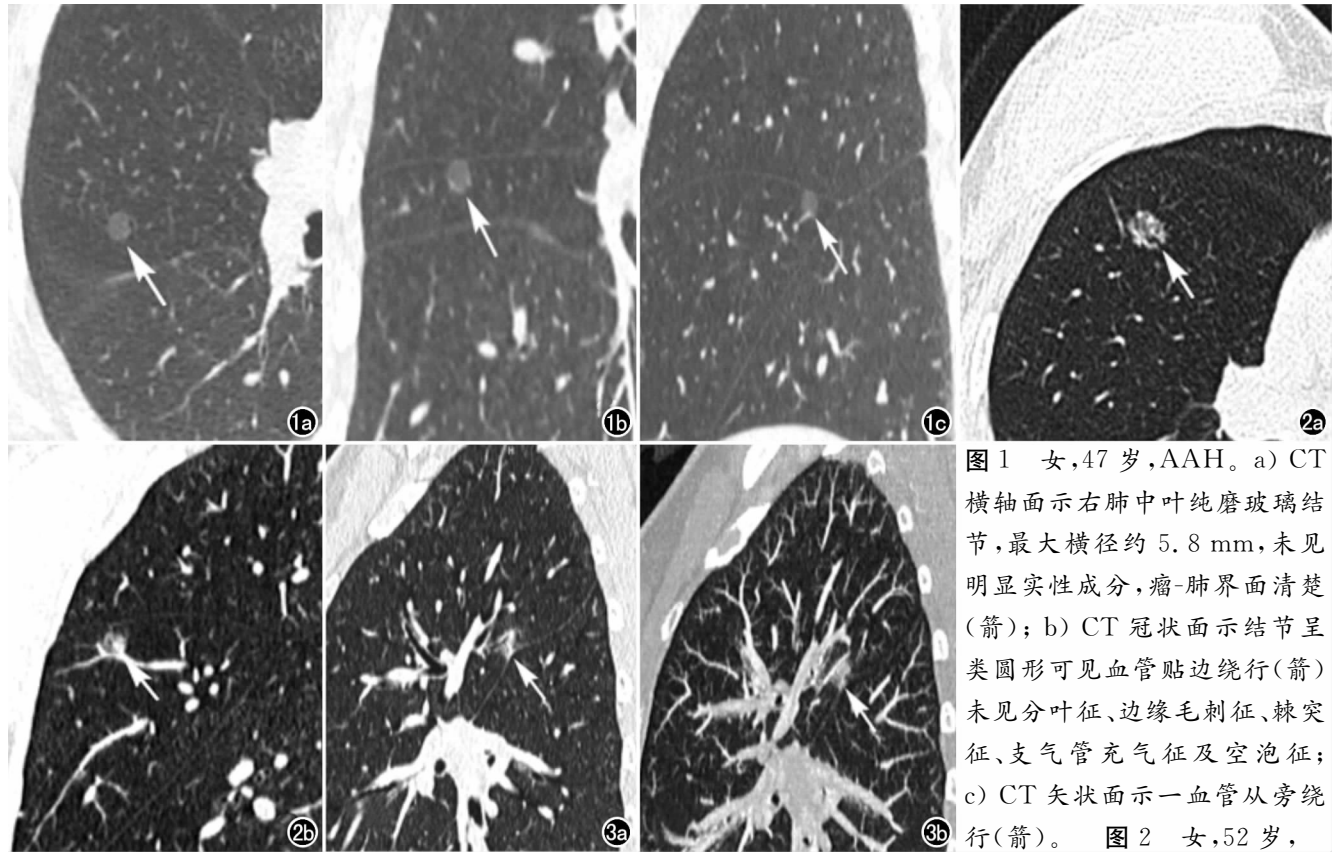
女,47 岁,AAH。a) CT 横轴面示右肺中叶纯磨玻璃结节,最大横径约 5.8 mm,未见明显实性成分,瘤-肺界面清楚(箭); b) CT 冠状面示结节呈类圆形可见血管贴边绕行(箭)未见分叶征、边缘毛刺征、棘突征、支气管充气征及空泡征; c) CT 矢状面示一血管从旁绕行(箭)。
